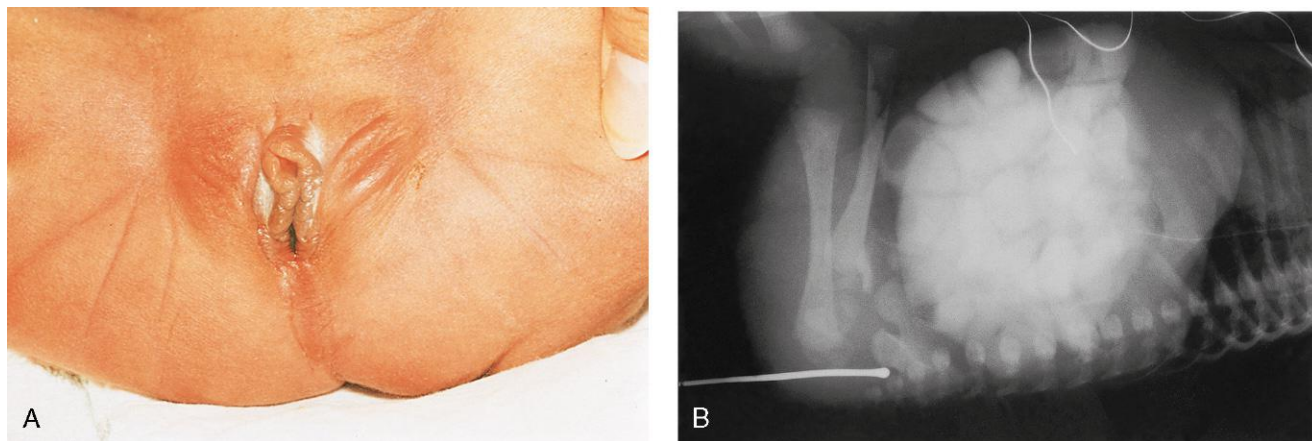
Ano imperforado. A, Recién nacido de sexo femenino con atresia anal (ano imperforado). En la mayoría de los casos hay una fina banda del tejido que separa el conducto anal del exterior. Se observa alguna forma de ano imperforado en aproximadamente 1 de cada 5.000 recién nacidos; es más frecuente en los de sexo masculino. B, Radiografía efectuada en un lactante con ano imperforado. El extremo dilatado de la sonda radiopaca se localiza en el fondo de la fosa anal a modo de saco ciego. El intestino grueso está distendido por las heces y por el material de contraste. (A, Por cortesía del doctor en medicina A.E. Chudley, Section of Genetics and Metabolism, Department of Pediatrics and Child Health, Children's Hospital, Winnipeg, Manitoba, Canadá. B, Por cortesía del doctor Prem S. Sahni, anteriormente en el Department of Radiology, Children's Hospital, Winnipeg, Manitoba, Canadá.)
